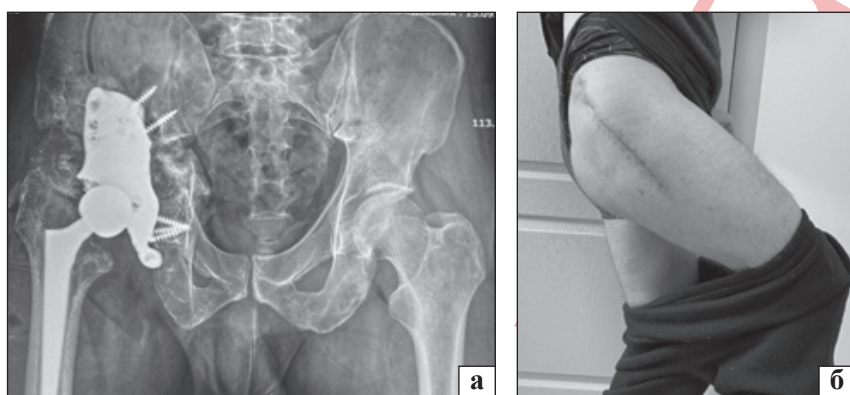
Фотовідбитки рентгенівського знімку та правого кульшового суглоба хворого (клінічний випадок № 1): а — контрольна КТ кісток таза з кульшовими суглобами через 3 міс., ендопротез кульшового суглоба та титанового ацетабулярного; б — загальний вигляд проксимального відділу стегна після операції з активним згинанням у кульшовому суглобі
